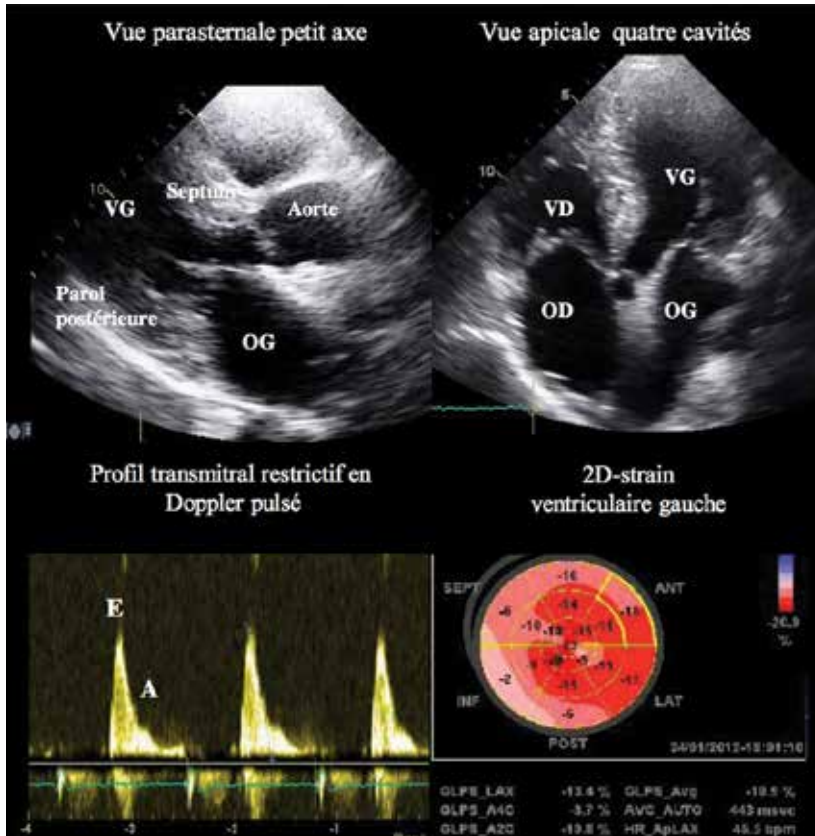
Échocardiographie : hypertrophie myocardique septale et de la paroi postérieure (14 mm). Aspect scintillant du myocarde. Hypertrophie ventriculaire droite. Profil transmitral restrictif. Altération du strain prédominant en basal et contrastant avec une FEVG normale.
